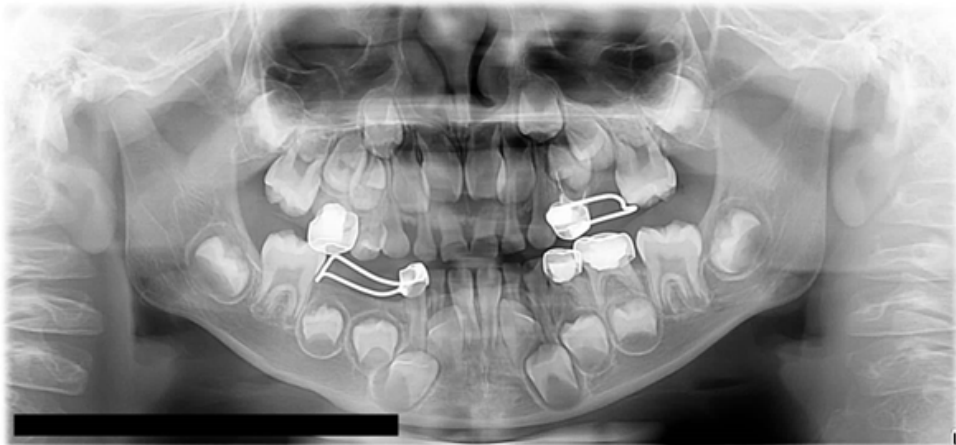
Radiografía panorámica de control posterior a 5 meses de seguimiento.
